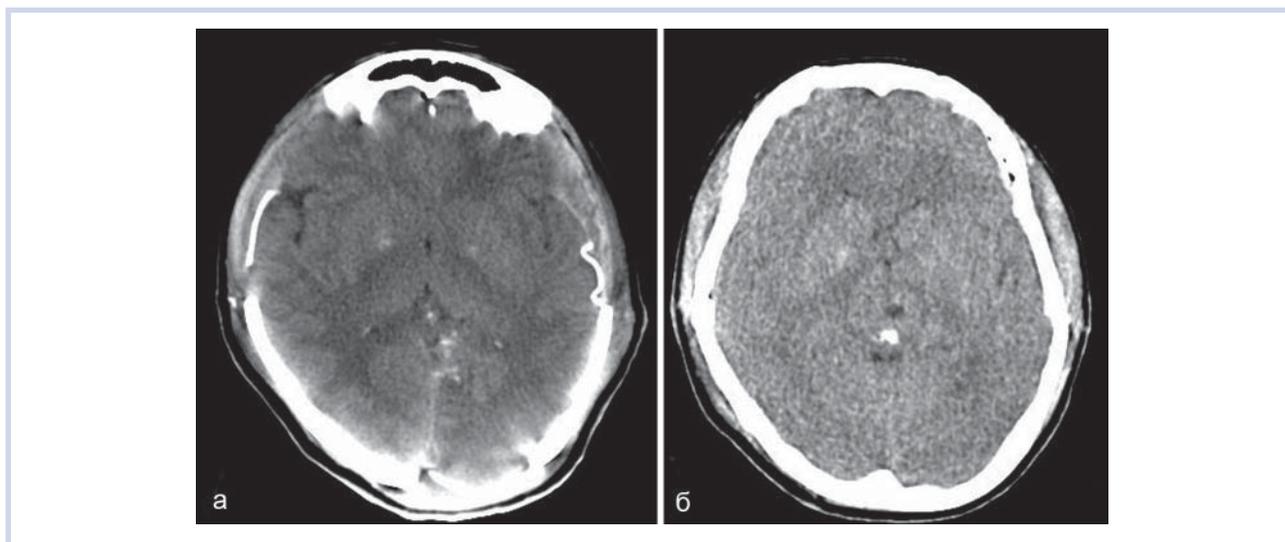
КТ головного мозга пациентки 32 лет.
